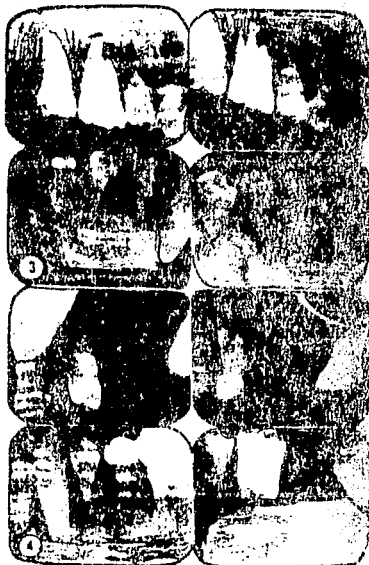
Radiografías inferiores y superiores. Note la característica de focos radiolúcidos periapicales.
